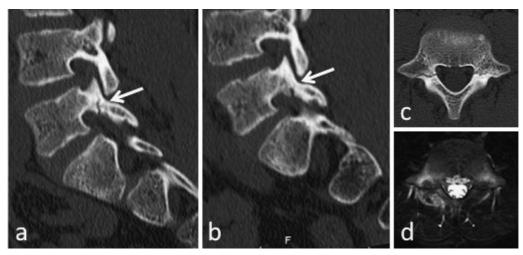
a: 来院時 CT 右矢状断 L5 レベルで不全骨折 (矢印) を認め 1c 期である.
